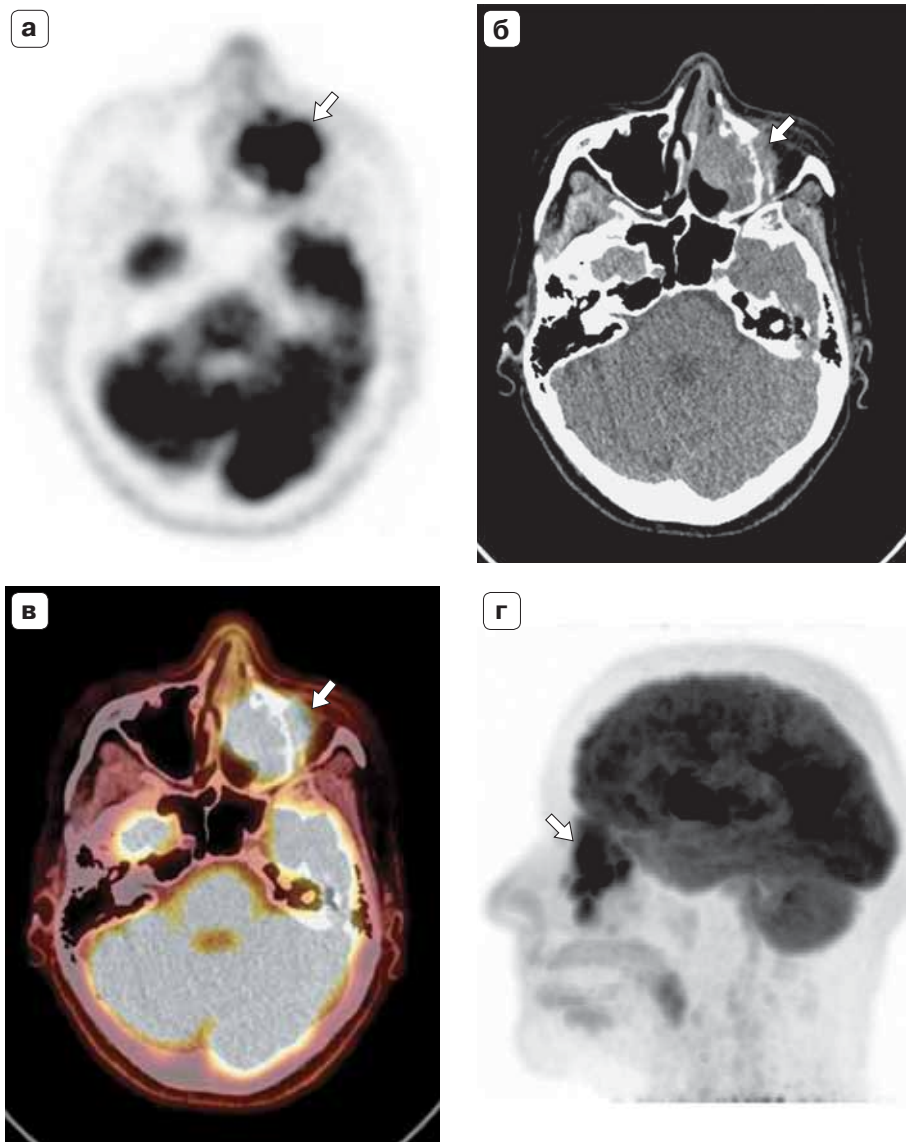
ПЭТ/КТ с ^{18}F -ФДГ. Меланома полости носа слева. Состояние после хирургического лечения, иммунотерапии. Рецидив в полости носа и левой верхнечелюстной пазухе. а, б, в – аксиальные срезы ПЭТ, КТ, ПЭТ/КТ, г – MIP ПЭТ в сагиттальной реконструкции: очаговое накопление РФЛП в образовании полости носа слева и левой верхнечелюстной пазухе (стрелки).
